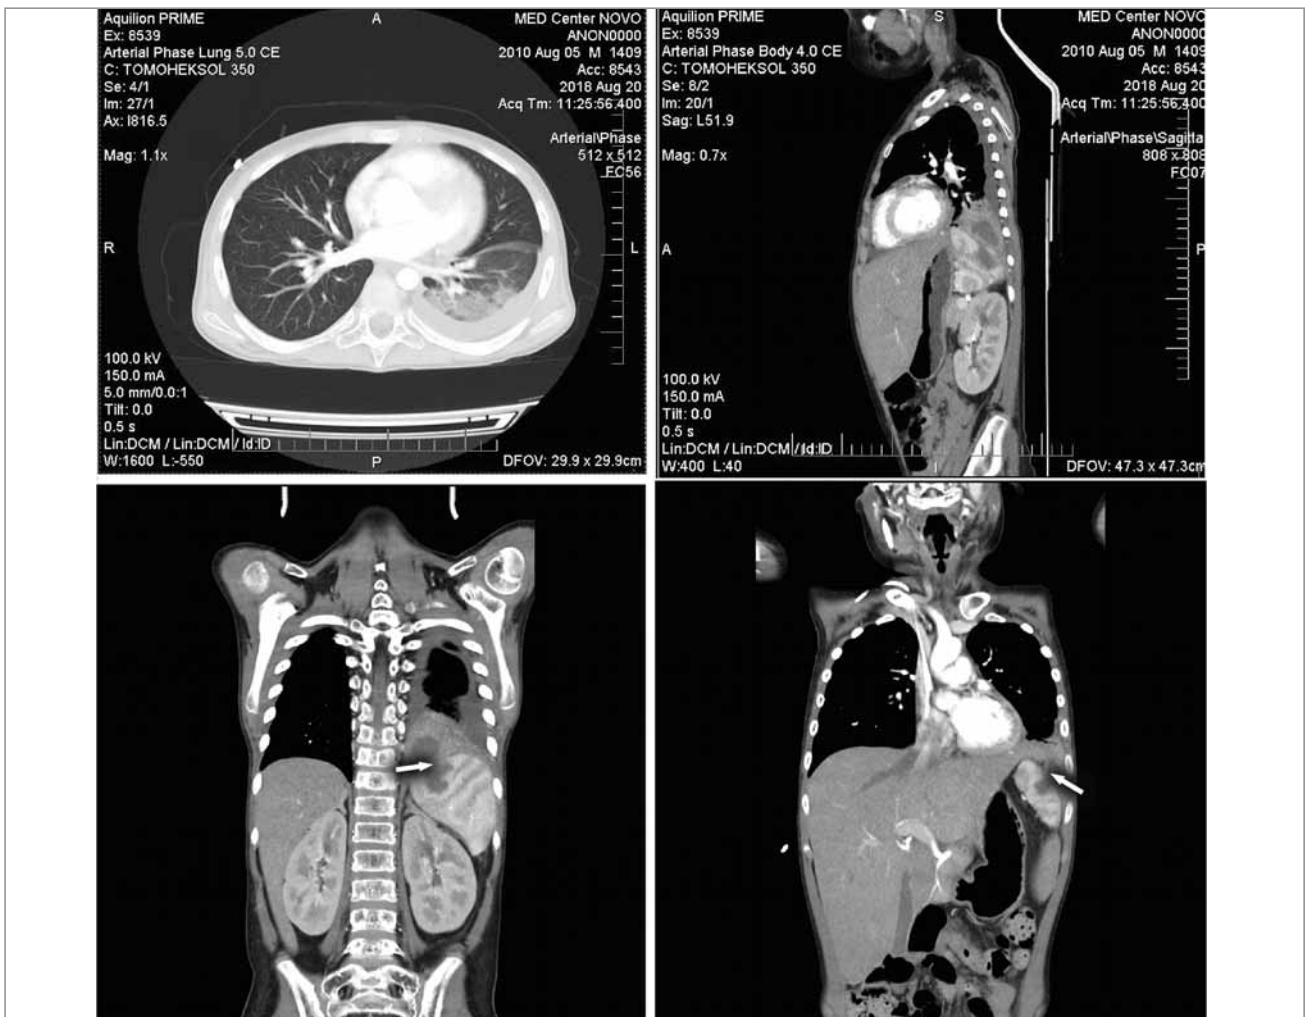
КТ №3 від 20.08.2018 р. Розрішення некротичного вузла S10 правої легені (зазначено стрілками)
